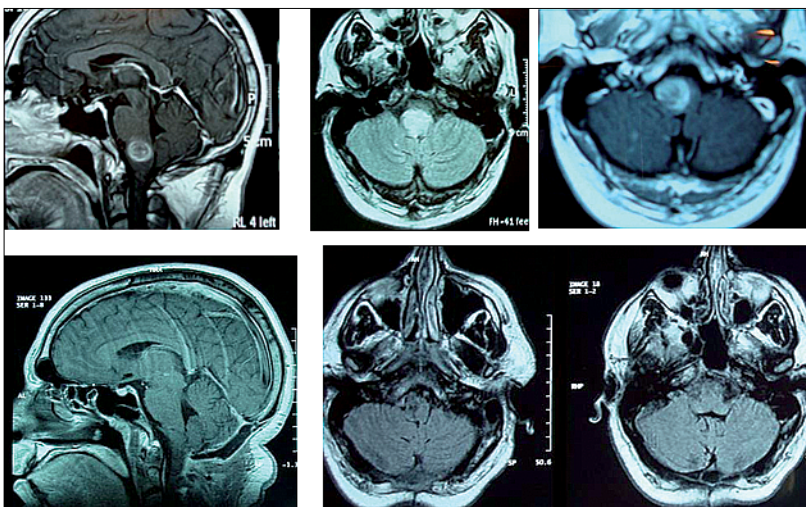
Paciente 1: Resonancias magnéticas pre y post-operatorias según descripción en el texto.
